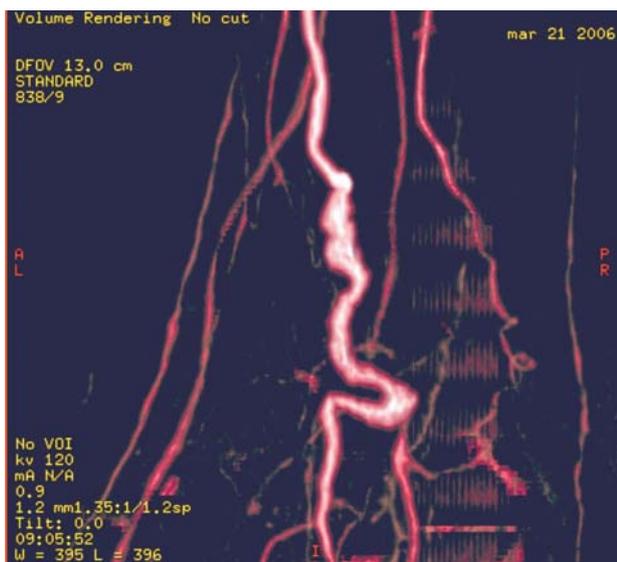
Angio-RMN: aneurisma dell'arteria tibiale posteriore sinistra.
